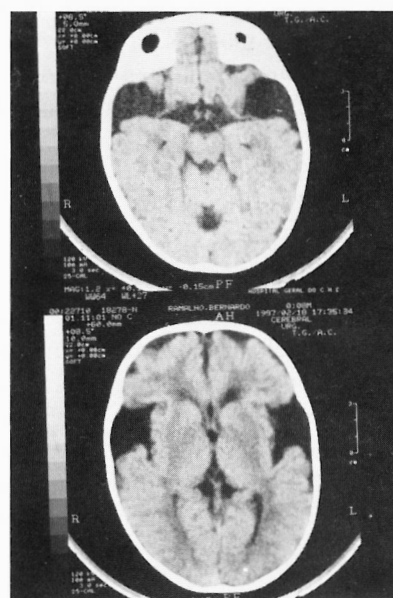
Tomografia axial computadorizada craneo-encefálica do caso 2 realizada aos 4 e 9 meses de idade: aumento do espaço subaracnoideu fronto-temporo-insular bilateral e dos ventrículos laterais.
